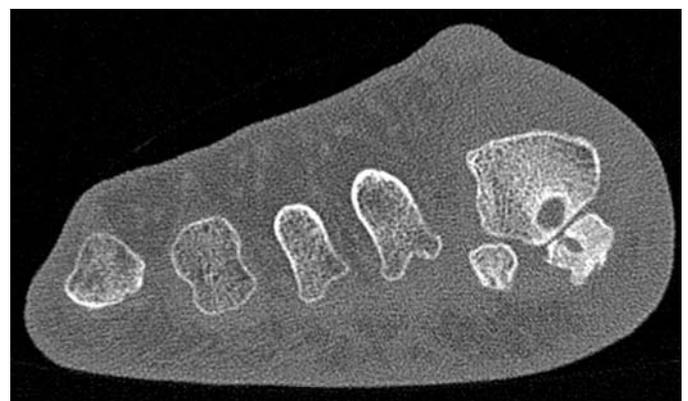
Arthrose sésamoïdométatarsienne médiale droite avec pincement de l'interligne et géodes, sur une coupe tomographique.
